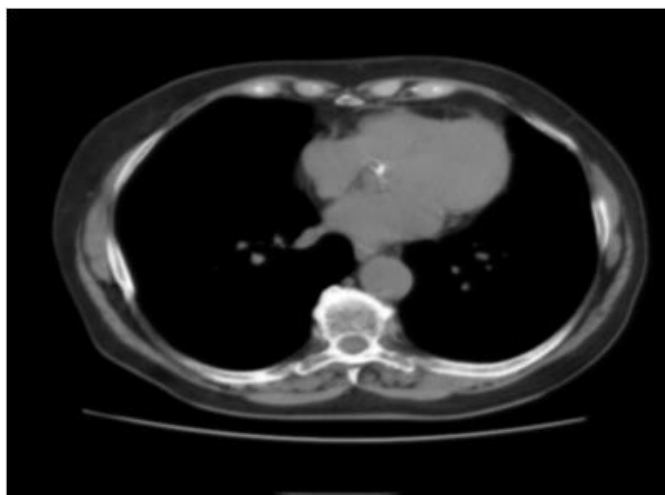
Применение фильтра Гаусса на снимок компьютерной томографии с объектом интереса
